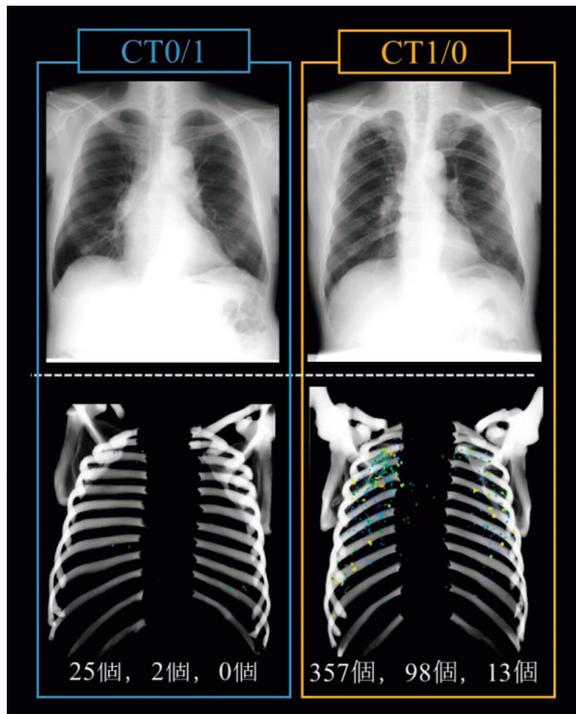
単純 X 線写真と CT 画像による粒状影抽出結果
